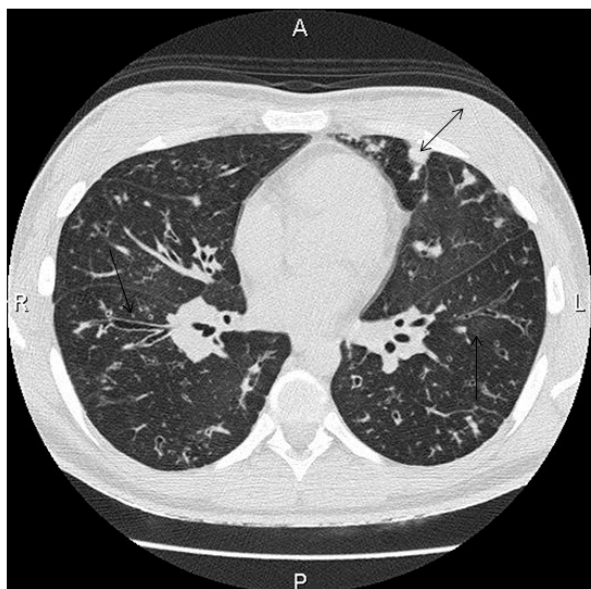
Tomografia computadorizada demonstrando dilatações cilíndricas de brônquios, caracterizando o sinal do "trilho de trem" (setas), além de impaction mucóide na línula (dupla seta).
